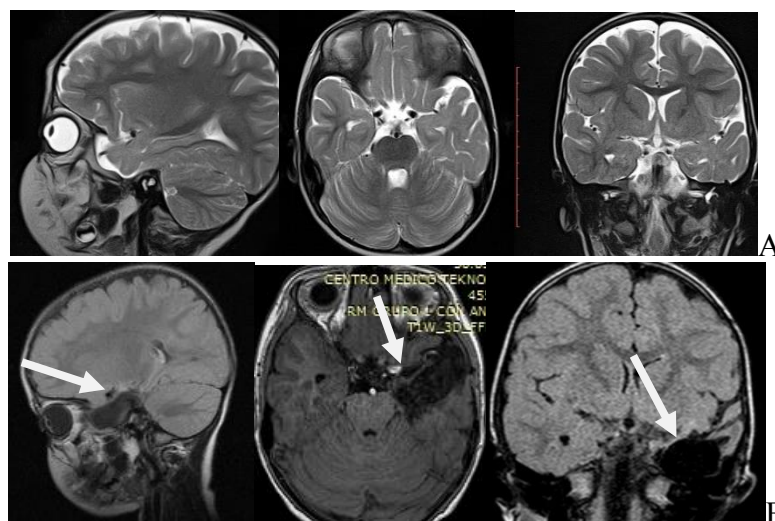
Больная Ч., 4 лет. Ист. б. №1890-12. МРТ до (А) и после темпоральной лобэктомии с амигдалогиппокампэктомией (Б).
